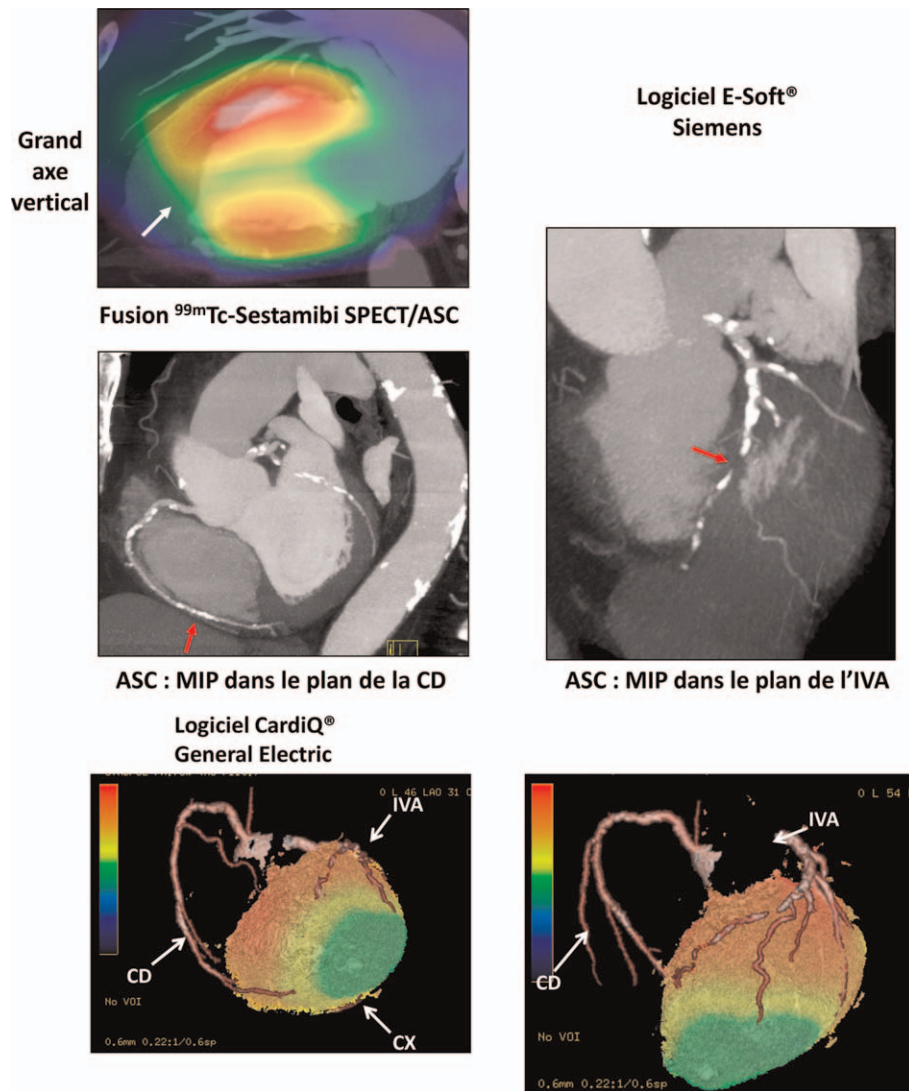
Exemple chez un patient pour lequel la tomoscintigraphie myocardique décrivait une ischémie dans le territoire de l'artère interventriculaire antérieure (IVA). L'analyse en fusion utilisant le logiciel E-Soft® (grand axe vertical représenté sur l'image de la 1^{ère} ligne) met en évidence une lacune de perfusion inféro-apicale (flèche blanche) et l'analyse simultanée de l'ASC (représentation en MIP sur les images de la 2^{ème} ligne) objective une IVA très calcifiée et présentant une sténose serrée dans sa portion distale (image de droite, flèche rouge), ainsi qu'une sténose serrée calcifiée de la portion distale de la coronaire droite (CD) (image de gauche, flèche rouge). L'analyse de ces images avec le logiciel CardiQ® (images en 3^{ème} ligne) confirme la localisation de l'ischémie dans les territoires de l'IVA et de la CD. Example in a patient for which myocardial perfusion SPECT described ischemia in the LAD territory. The analysis of fusion images using the E-Soft® software (vertical long axis represented on the image of the first line) highlights a defect of infero-apical perfusion (white arrow) and the simultaneous analysis of the multidetector computer tomography (MIP images on the second line) shows a very calcified LAD with a tight stenosis in its distal portion (right image, red arrow), and the calcified stenosis of the distal portion of RCA (left image, red arrow). The analysis of these images with the software CardiQ® (3rd line) confirms the localization of ischemia in the territories of LAD and RCA.
